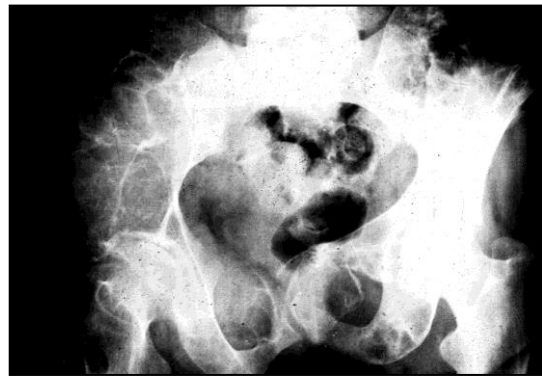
Radiografía de pelvis.
